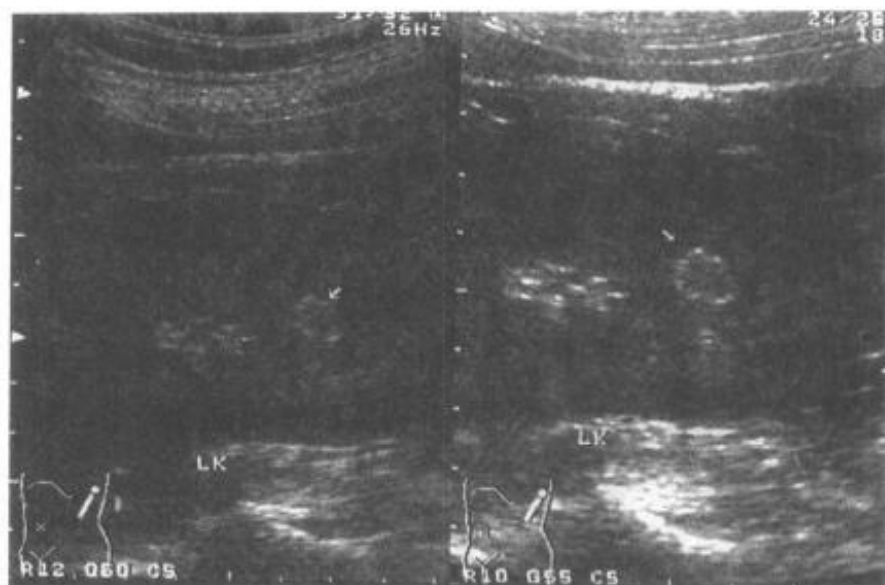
8—5 超声显示左肾下极实质内血管瘤(↑)
